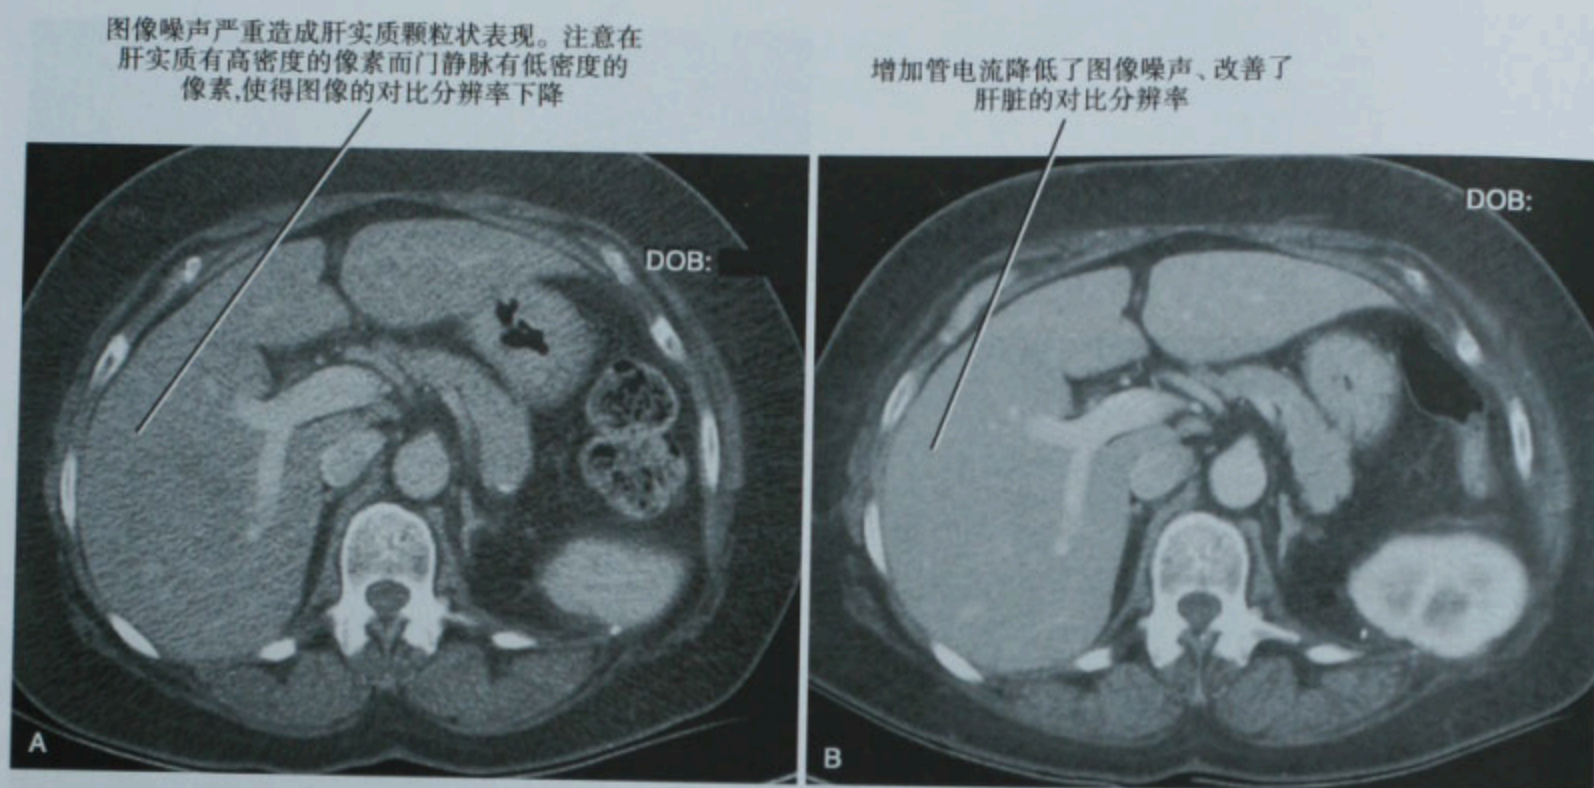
CT 横断位图像(A)患者初次扫描管电流设为 100mA。(B)随访复查管电流设为 398mA 图像噪声显著降低
